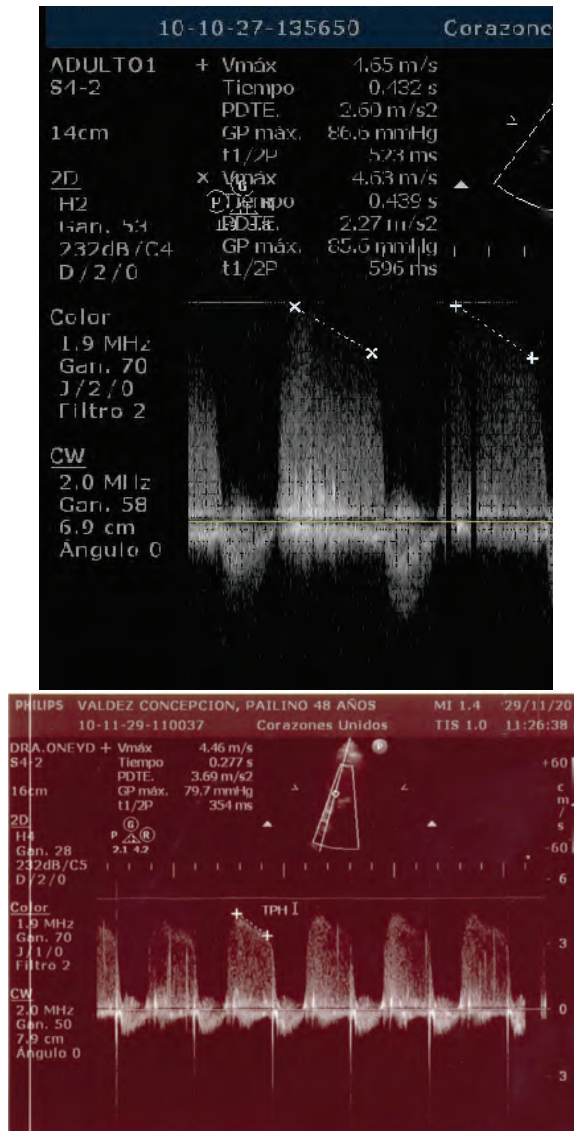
Registro de Doppler continuo en paciente con insuficiencia aortica moderada (A) y severa (B), notese características de pendientes en ambos casos. TPH. Tiempo de hemipresion
